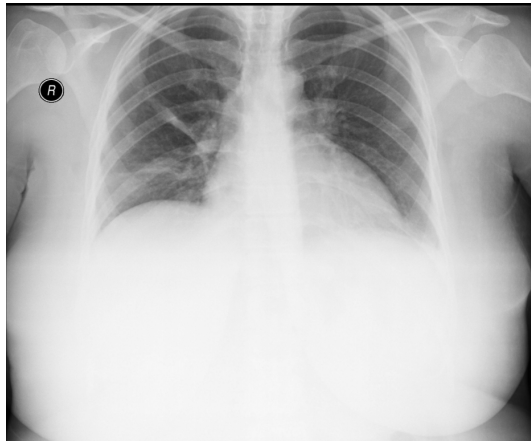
Hastanın PA grafisi. Sağda pnömotoraks ve kollabe olmuş akciğer görülmektedir.
